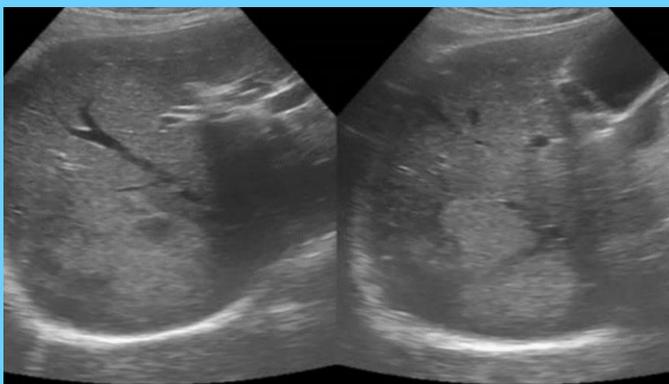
Ecosonograma abdominal.
